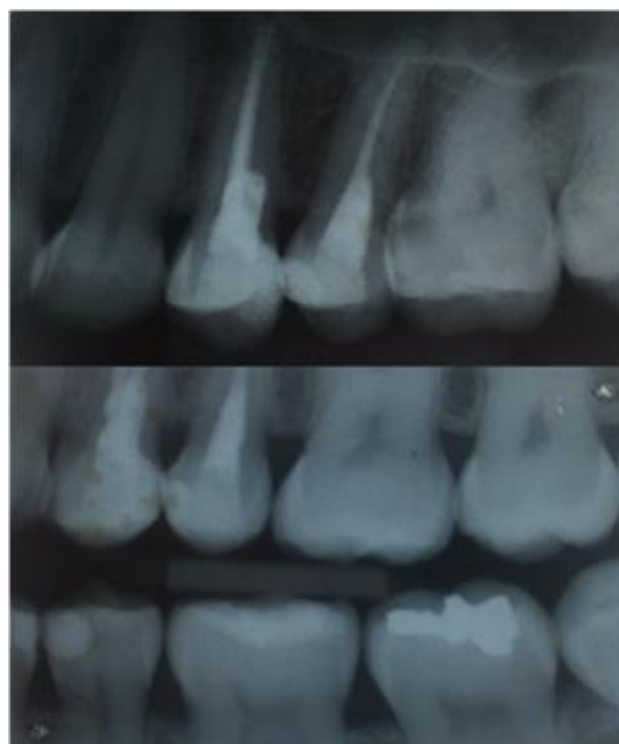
Radiografia periapical e interproximal dos elementos 14 e 15.
